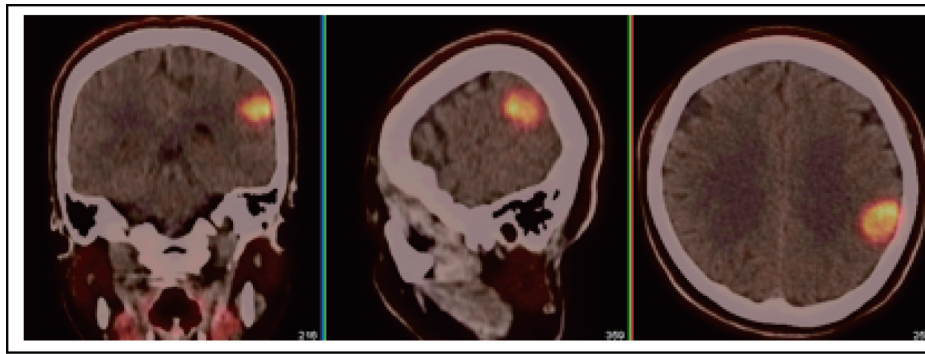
胶质瘤Ⅲ级¹¹C-MET PET/CT显像
